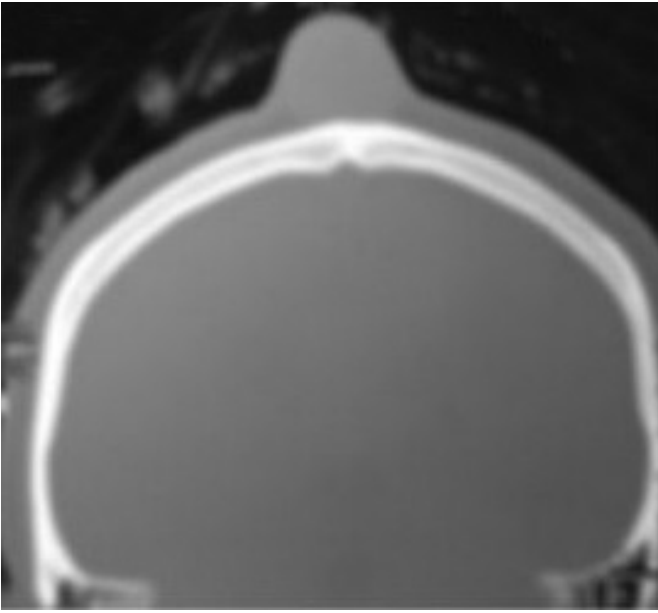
Tomografía de cráneo corte coronal con lesión en cuero cabelludo sin involucramiento del cráneo.
